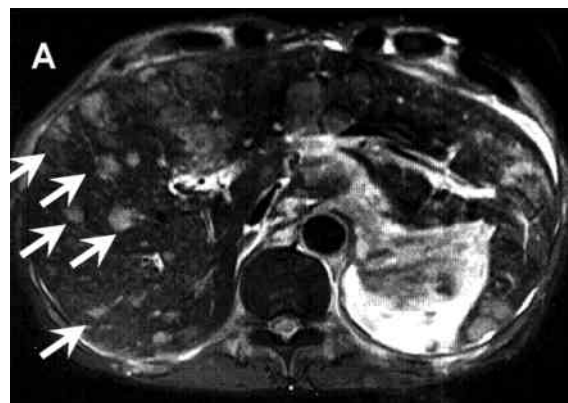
肝 MRI (A) と骨盤 CT 画像 (B)。肝 MRI は X-1 年11月, 骨盤 CT は X-1 年12月に施行。肝実質に散在する多数の転移巣と骨盤への転移を認める (矢印)。
